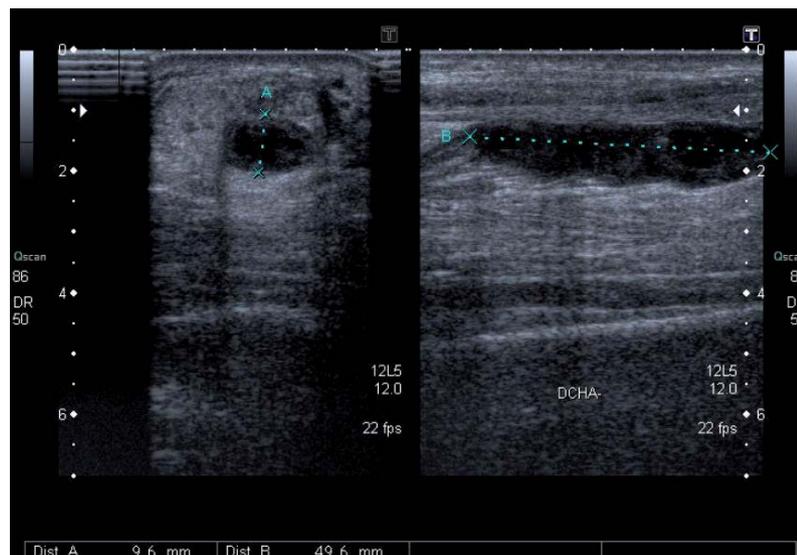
Ecografía tendinosa: rotura parcial de tend3n de aquiles derecho con hematoma importante intramuscular. Tendinitis leve a nivel aquileo izquierdo y del supraespinoso izquierdo.
